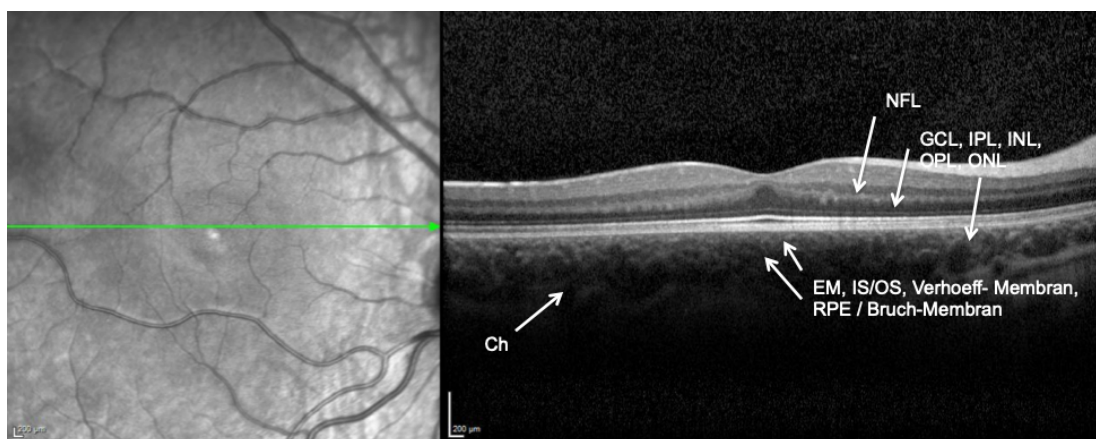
Optische Kohärenztomografie (OCT): Darstellung der einzelnen Retina-Schichten
